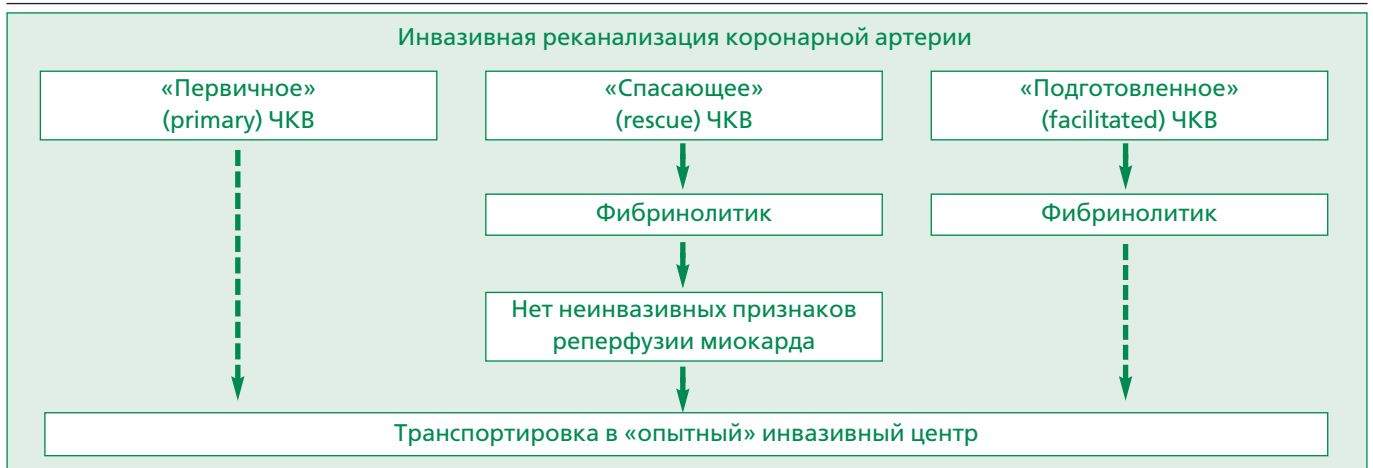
Варианты проведения реперфузионной терапии ([1], адаптировано Терещенко С.Н.)
